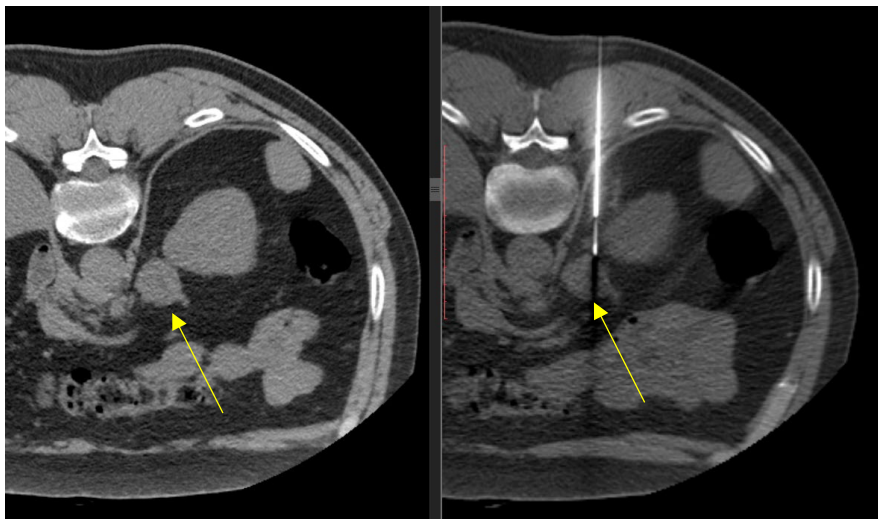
Биопсия новообразования почки под КТ-контролем (стрелкой показана опухоль левого надпочечника) [оригинальный рисунок].
